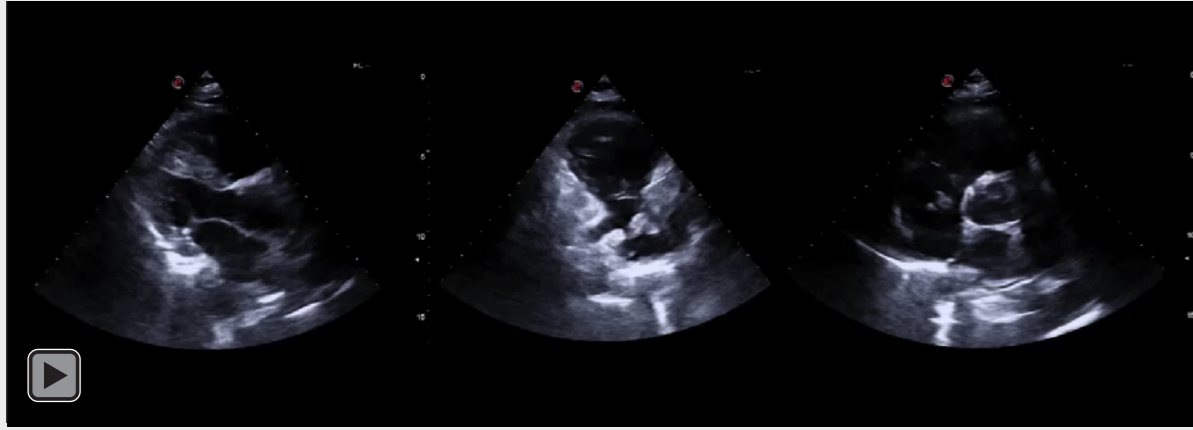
Ecocardiografía.
